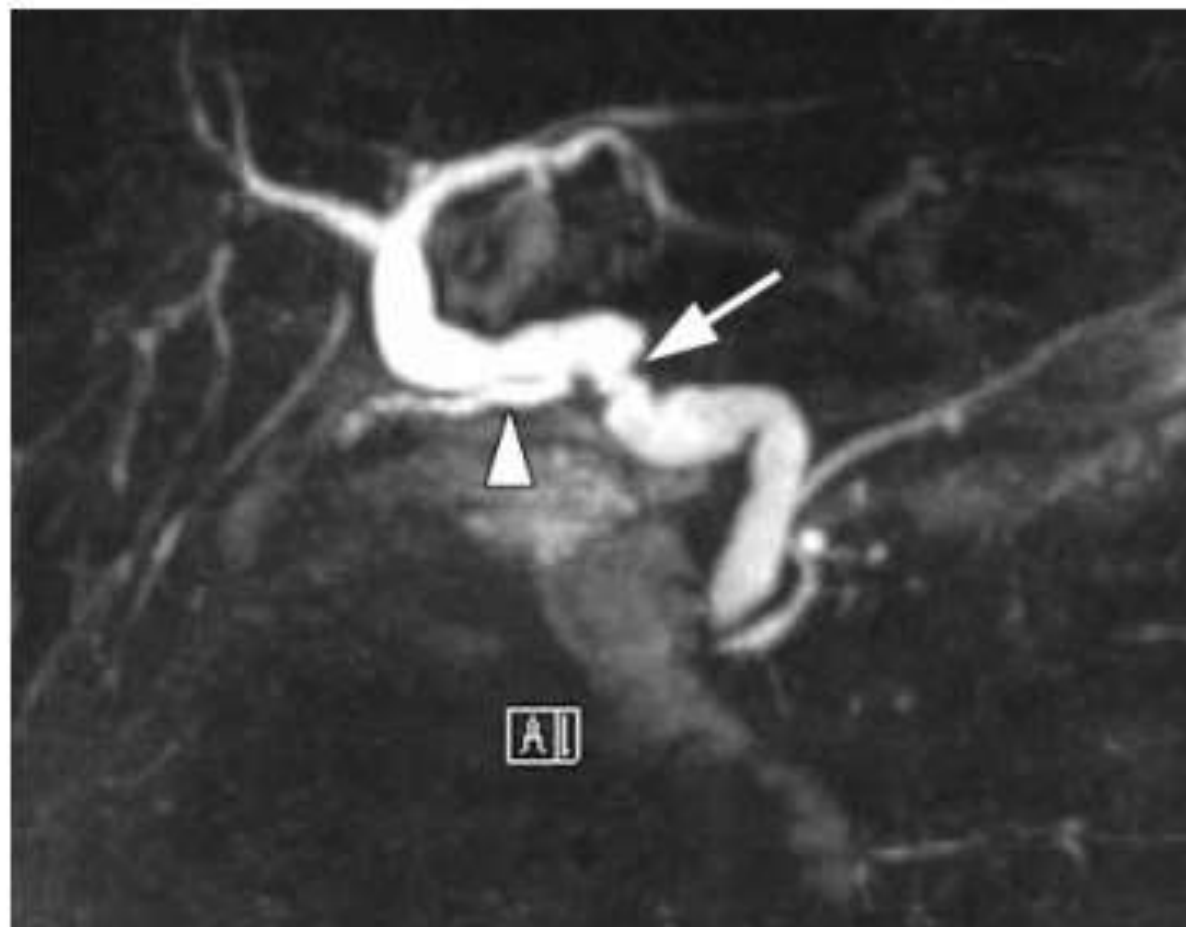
Normal duct-to-duct anastomosis in a 56-year-old man 5 years after orthotopic liver transplantation. Coronal MIP image from a 3D respiratory-triggered T2-weighted fast SE restore data set shows a tortuous course of both the donor duct and the recipient duct, with kinking at the site of the anastomosis (arrow). Note the long parallel cystic duct remnant (arrowhead).
